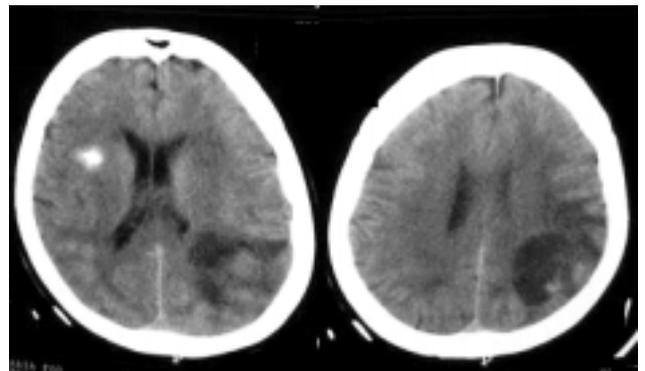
TAC de encéfalo que muestra lesión espontáneamente hiperdensa parainsular derecha y otra lesión hipodensa parietooccipital izquierda, heterogénea, de bordes mal definidos.
